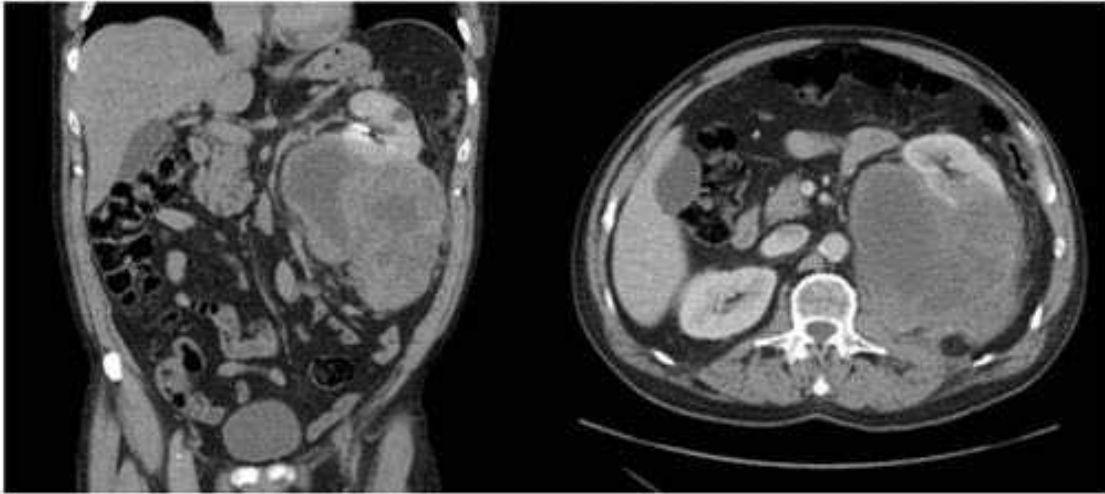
Tomografía computarizada al diagnóstico: gran masa renal izquierda de 15 x 15 x 16 cm sólida y heterogénea, con áreas de necrosis, degeneración quística y spetos, desplaza el riñón ascendiéndolo y horizontalizando por efecto masa.
